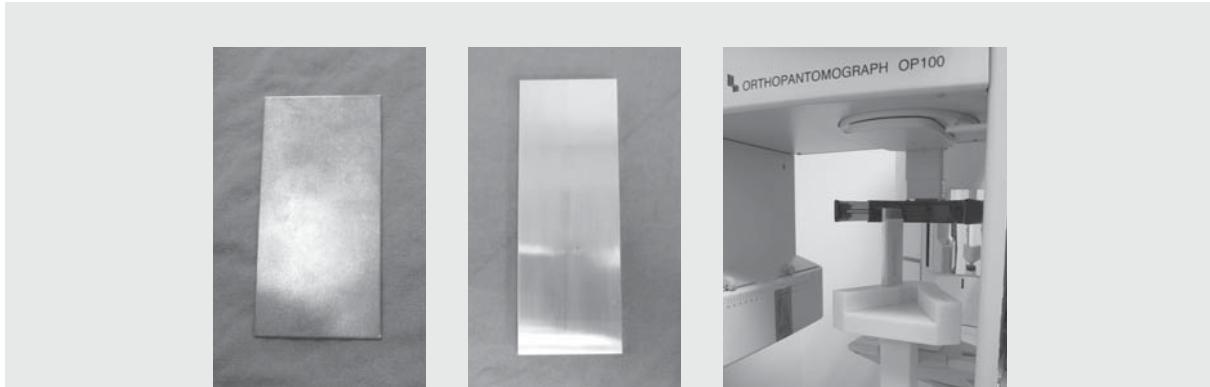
Reproduction of the attenuation of by skull and soft tissue. (Left) 0.8mm copper plate used for reproduction of the attenuation by skull. (Center) 6mm Aluminium plate used for reproduction of attenuation by soft tissue. (Right) The image of attached 0.8mm copper plate to the X-ray source and 6mm aluminium plate in front of test phantom for image taking. (cited from Choi DH, The image quality assurance in digital panoramic radiographs by using the evaluation table and the phantom stand PhD. thesis, Seoul National University 2012.24)
